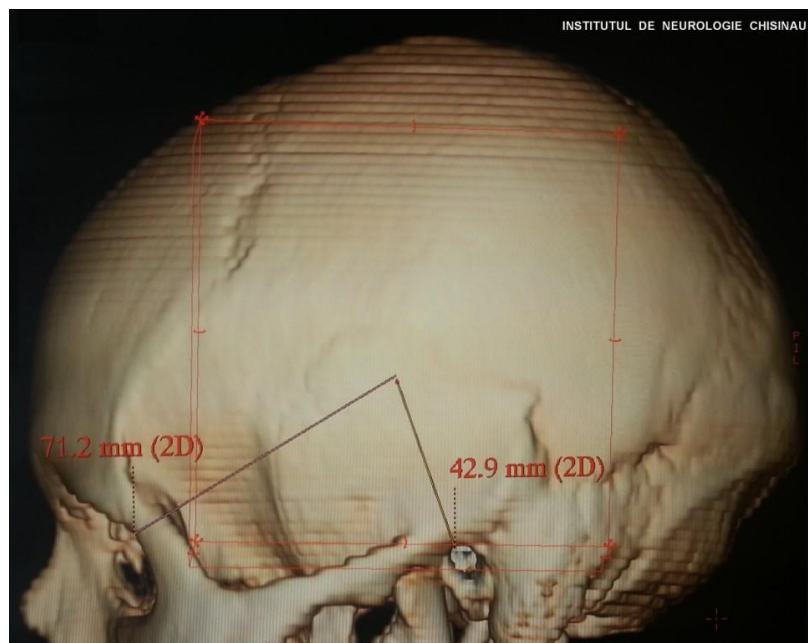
Determinarea locului de aplicare a frezei de trepan, traiectoriei și adâncimii plasării cateterului utilizând reperele anatomice externe - meatul acustic extern și marginea laterală a orbitei. Calculele sunt efectuate în baza CT cerebral cu remodelarea tridimensională a suprafeței craniului pacientului.
